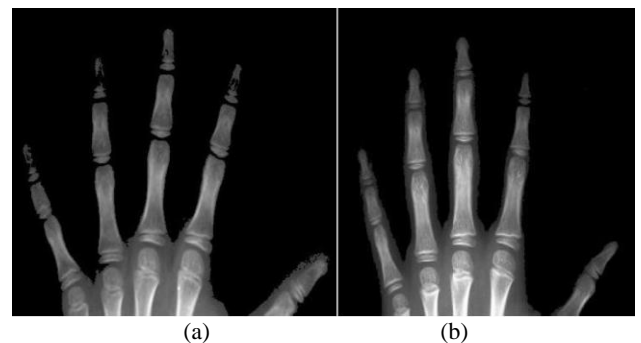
duas radiografias após *thresholding*
